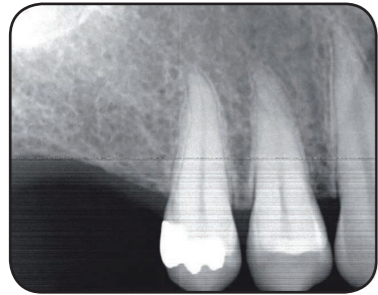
Fall 1 – Präoperative Röntgenaufnahme.
